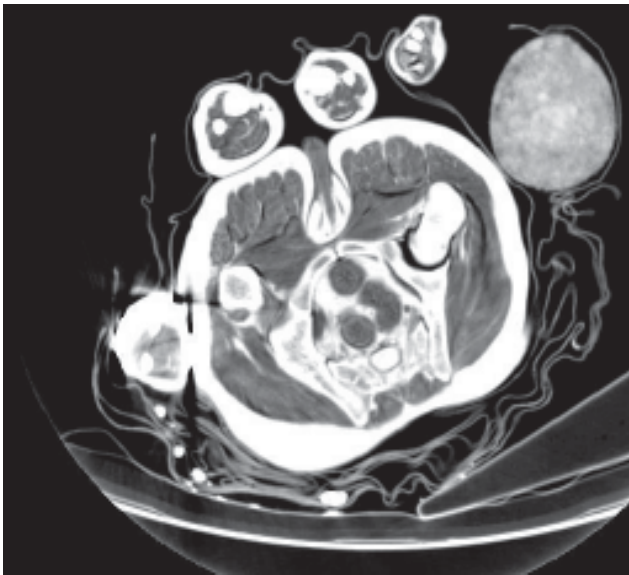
TC axial de la pelvis de El Niño que muestra el pene. (Reproducida con autorización de Am J Roentgenol).
